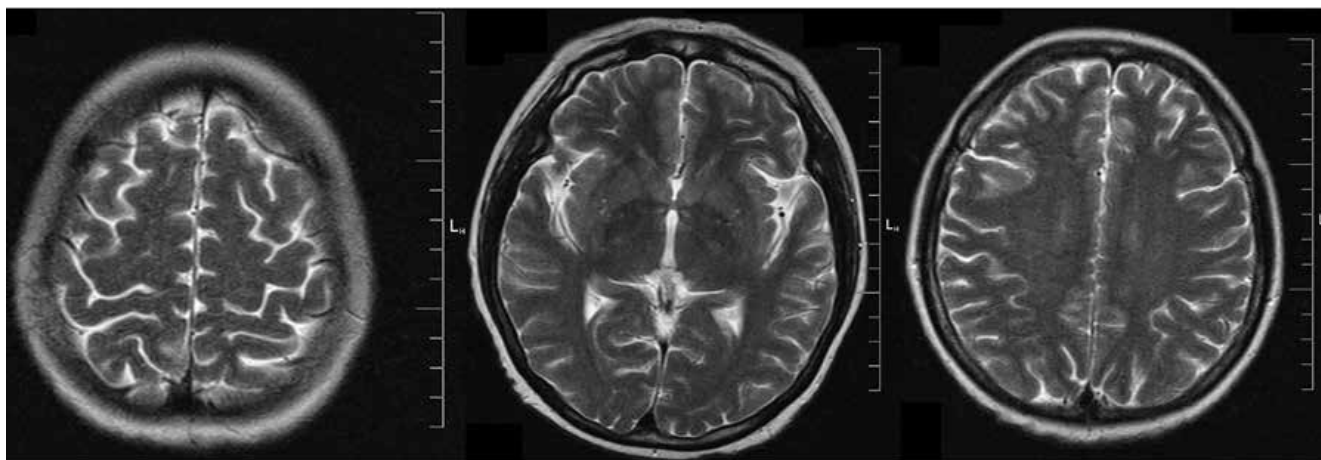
Рисунок 2Б. МРТ от 02.2020: регрессия метастазов после лучевой и лекарственной терапии.
